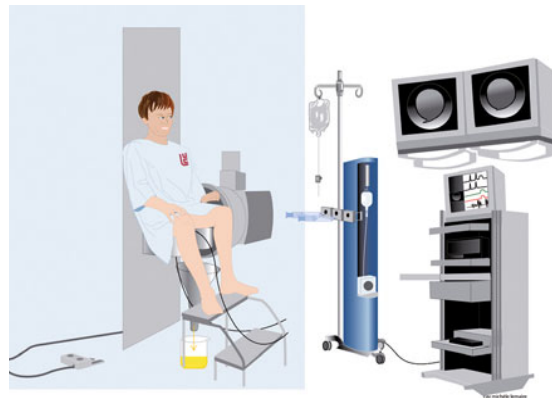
Examen vidéo-urodynamique (EVU) : le patient est installé confortablement sur la chaise du débitmètre qui est fixée à la table de radiographie.
